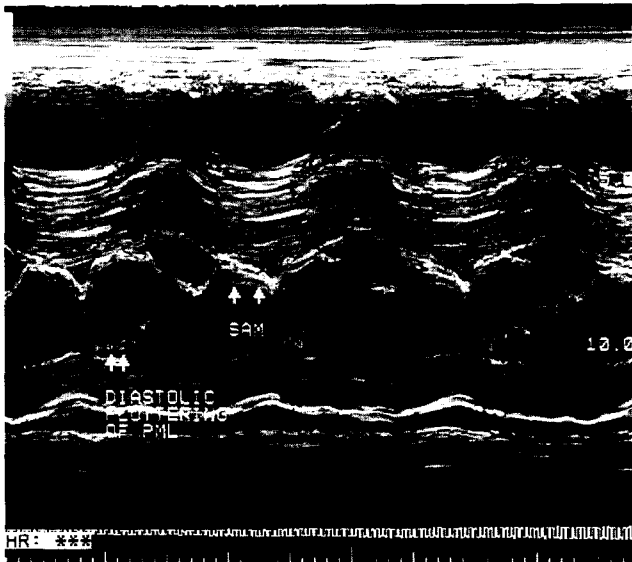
(Case 2) M-mode Echocardiogram shows abnormal systolic anterior motion (SAM) of the mitral valve and diastolic fluttering of posterior mitral leaflet.
